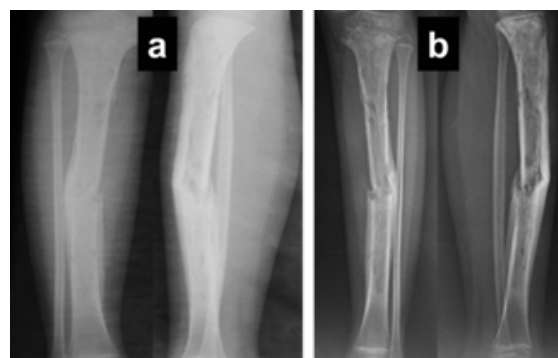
(a) Radiografías de la tibia derecha en su proyección anteroposterior y lateral realizadas al momento de ser referida y (b) al momento de su ingreso al Hospital Central de San Cristóbal, 2 meses después de haber iniciado su enfermedad actual.
